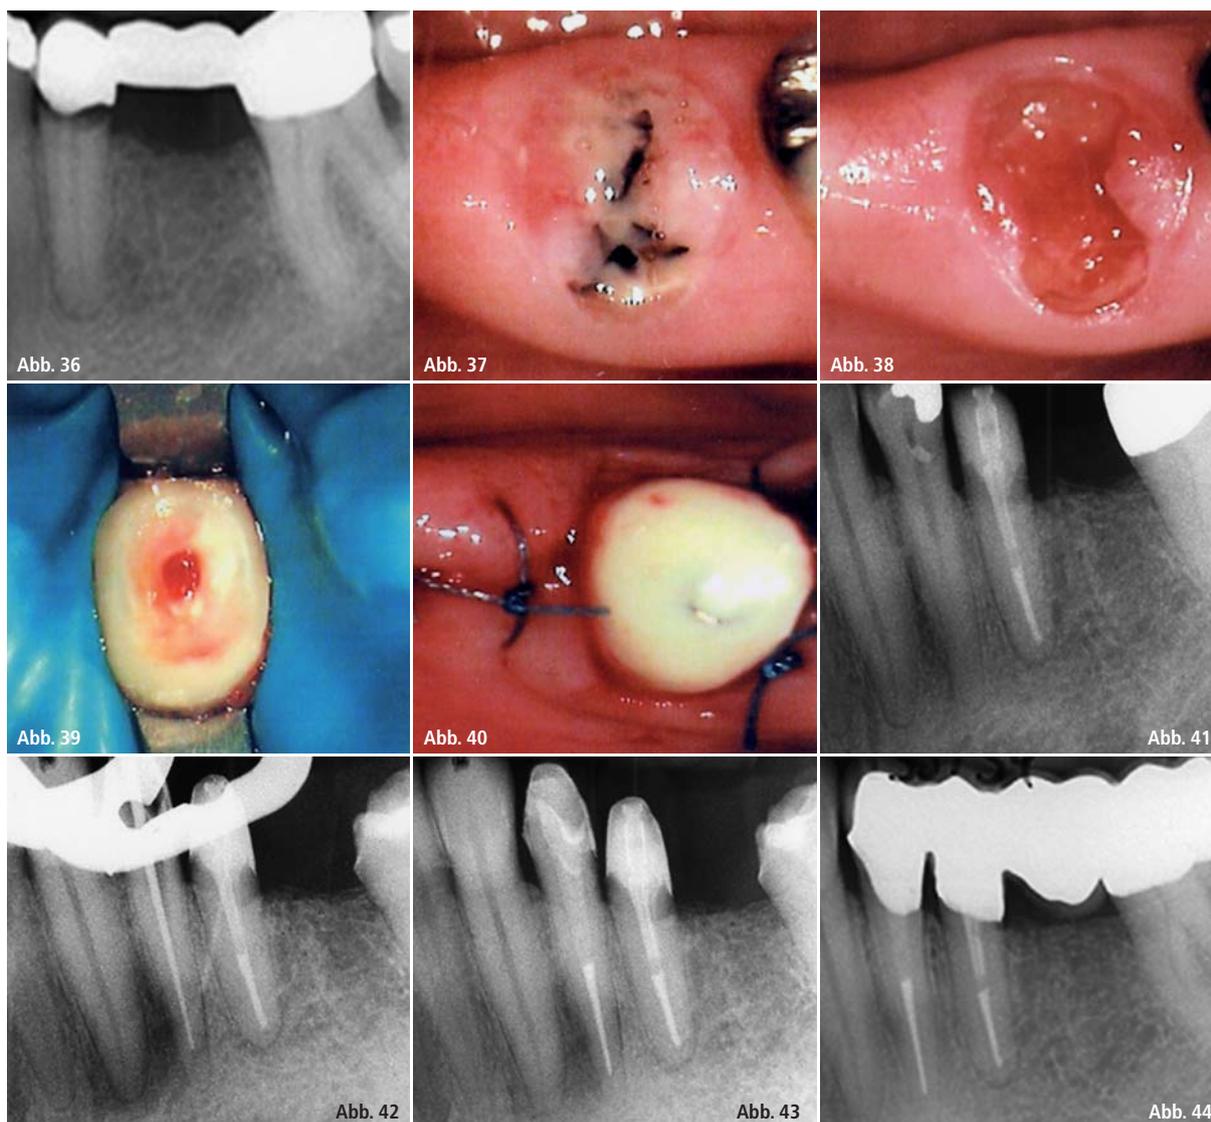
Im Rahmen einer umfangreichen Gesamt-sanierung wurde bei einer Patientin – u. a. wegen funktionsanalytischer Vorbehandlung und Therapie – auch die Abnahme sämtlichen alten, (teilweise auch) sekundärkariösen Zahnersatzes notwendig. Die WKB an 35, inklusive aPDT, adhäsiver WF, Insertion eines intrakanalären Stiftes (Dentinstent, Cumdente, Tübingen), Kompositaufbau sowie Herstellung der biologischen Breite erfolgten in einer Sitzung. Die Eingliederung von langzeitprovisorischen Kronen und Brücke diente u. a. auch dazu, röntgenologische Verlaufskontrollen aller WKB vor Anfertigung des definitiven Zahnersatzes durchzuführen. So konnte die totale Pulpanekrose mit ausgedehnter periradikulärer Parodontitis an 34 (PAI-Score 5 [21.1.2011], Score 2 nach 13 Monaten, Score 1 nach 22 Monaten) noch vor Zementierung der vollkeramischen Brücke behandelt werden.
